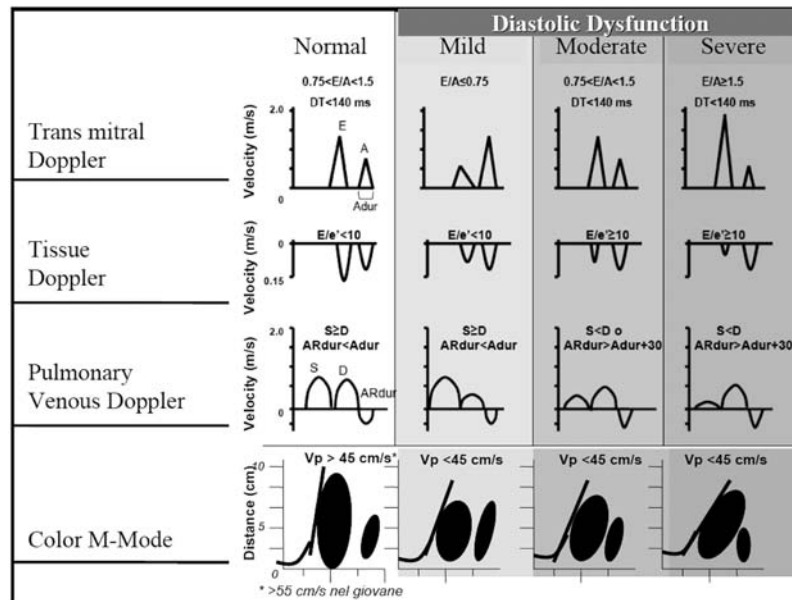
Parametri di funzione diastolica a confronto. Flusso transmitralico: A = componente atriale del riempimento diastolico; E = componente precoce del riempimento diastolico; DT = tempo di decelerazione dell'onda E. Doppler tissutale: E = componente precoce del riempimento diastolico al Doppler transmitralico; e' = riempimento precoce ventricolare sinistro. Doppler venoso polmonare: ARdur = durata AR; Adur = durata dell'onda A; S = componente sistolica; D = componente diastolica.
